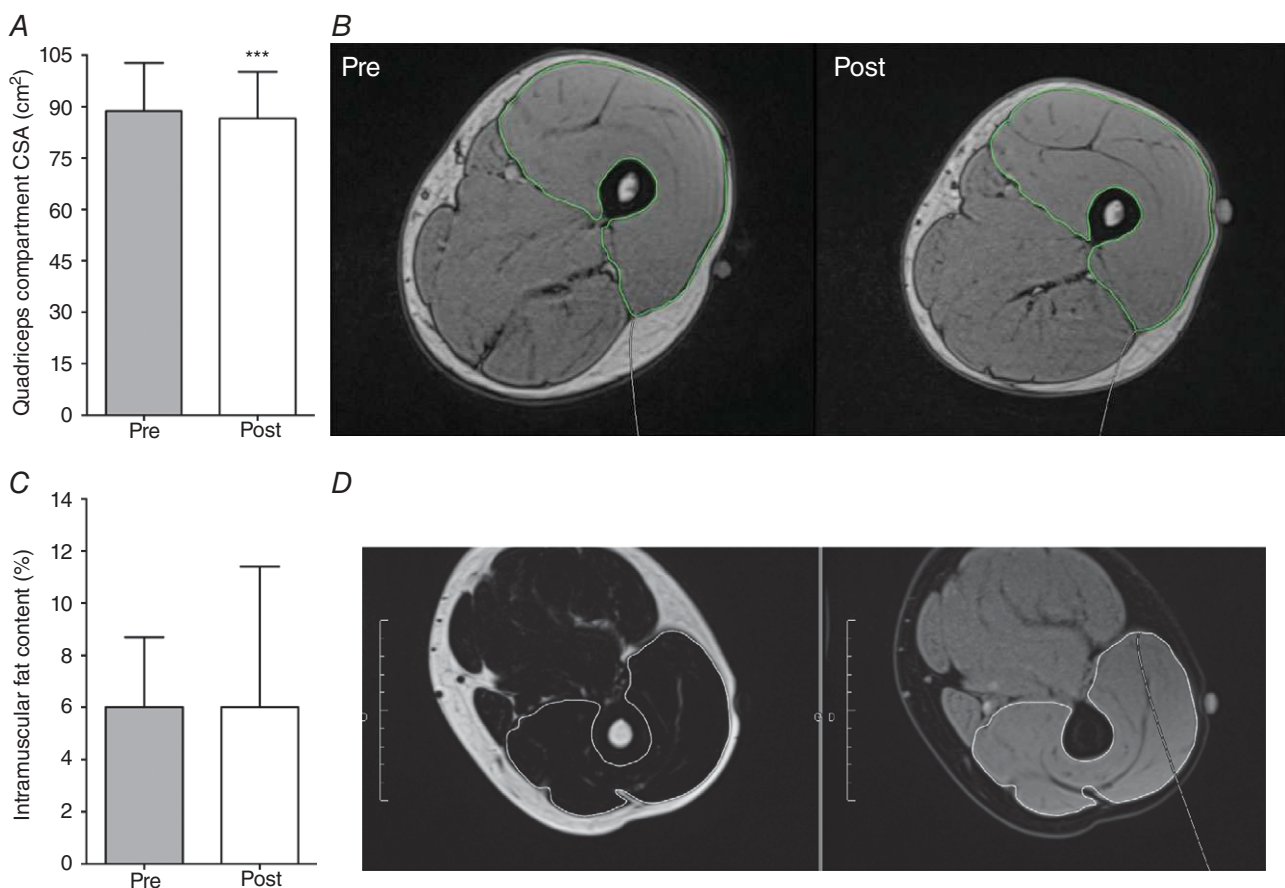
Magnetic resonance imaging (MRI) analysis of the thigh anterior compartment
